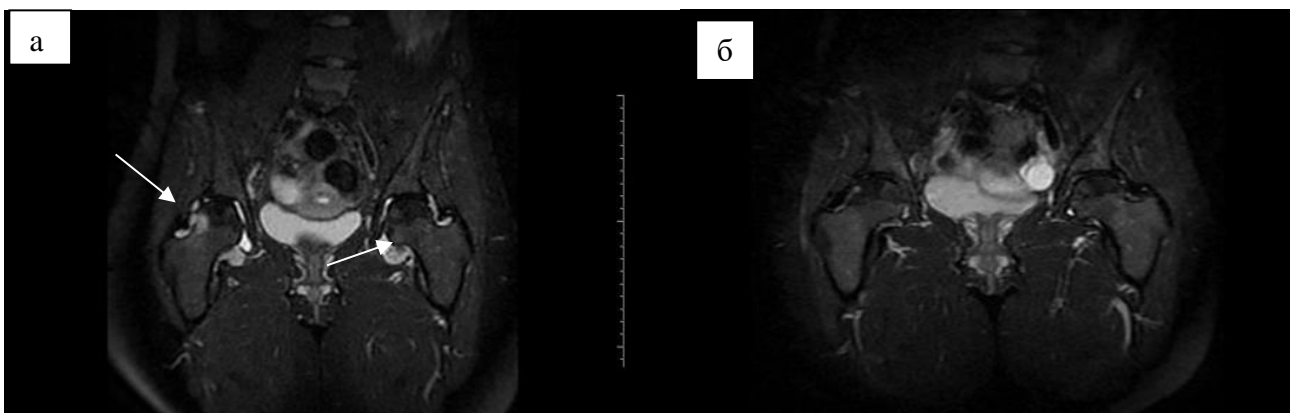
Больная Ш. МРТ ТБС в режиме STIR: а) исходно, б) через два года
